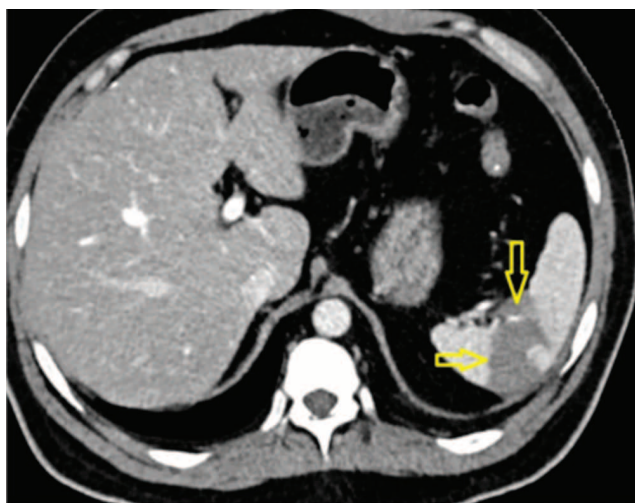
КТ брюшной полости. Стрелками указана гиподенсивная область
